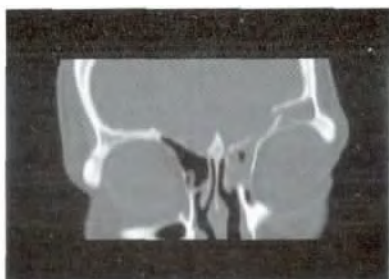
患者男性,45岁,头部外伤后当即出现左侧鼻腔持续渗液,头颅多排 CT 冠状位二维重建见漏口位于左侧前颅底,与额窦、筛窦相通。
